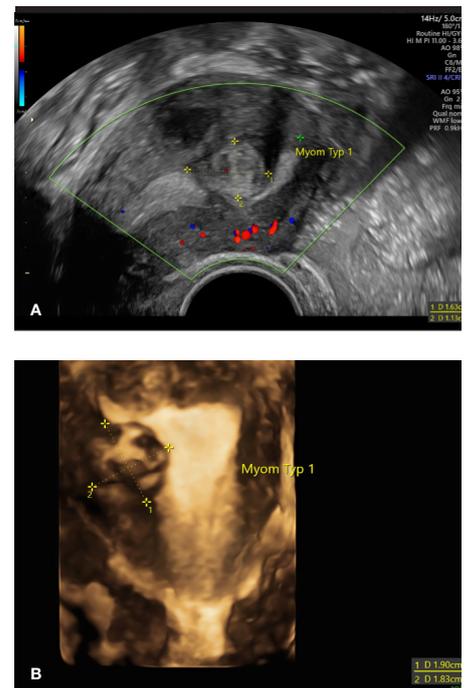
submucöse Myome in der Sonographie Typ 1 Myome in der 2D-Sonographie (A) und in der 3D-Darstellung (B). Die Einschätzung der Lage des submucösen Myoms und die Zuordnung nach der FIGO Klassifikation ist mithilfe der 3D Sonographie präzise möglich.
